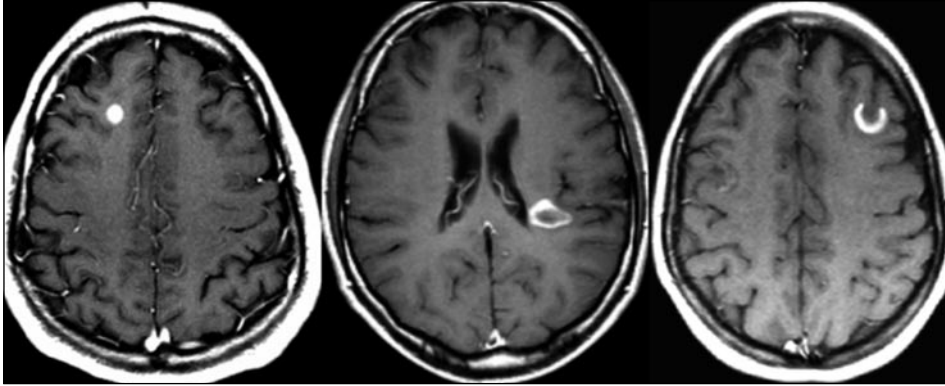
RM craneal (secuencias ponderadas en T1 tras la administración de contraste) en tres pacientes diferentes con lesiones con actividad inflamatoria. Nótese los diferentes tipos de realce: nodular (izquierda), en anillo (centro) y en anillo incompleto (derecha).
